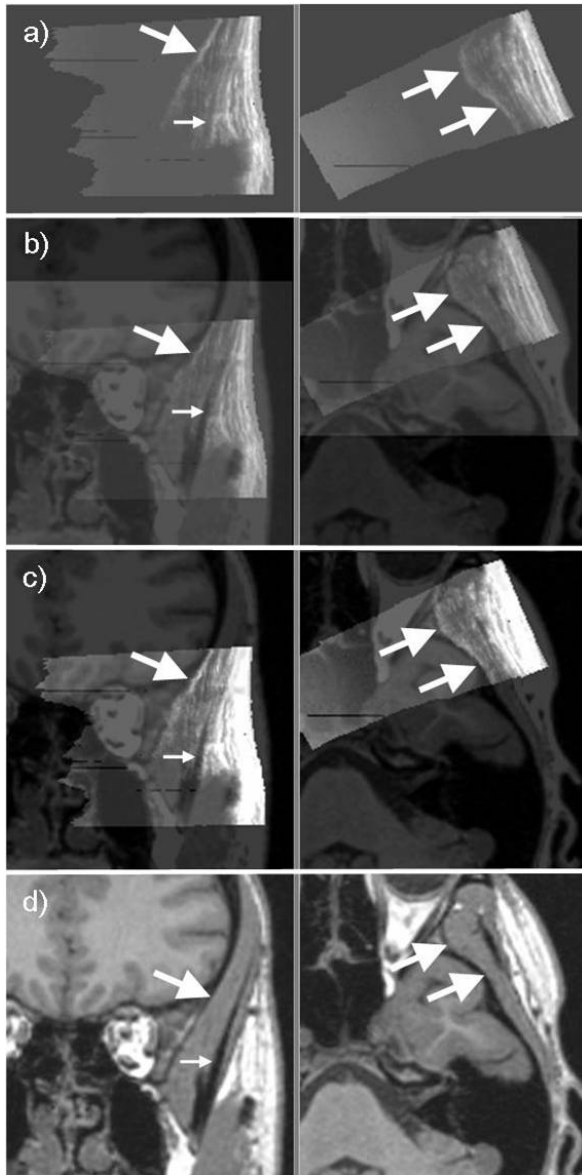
Links koronare und rechts axiale Schichtbilder aus a) den rekonstruierten Ultraschall-daten, d) den korrespondierenden MRT-Daten und Überlagerungen der beiden Datensätze in b) und c). Die dicken Pfeile markieren die Knochenoberfläche, die dünnen die Sehne des M. temporalis.
